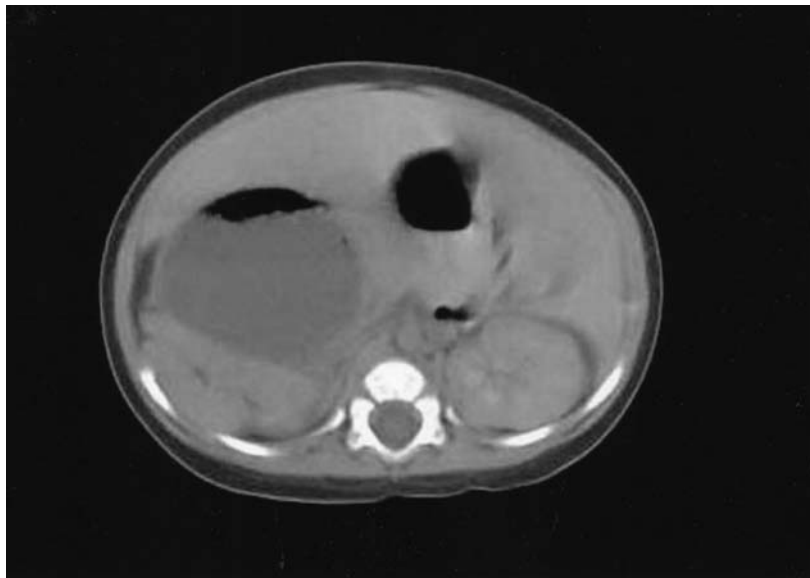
Abdominal CT scan shows situs inversus abdominis with the stomach and polysplenia on the right side and the duodenum on the left side.
